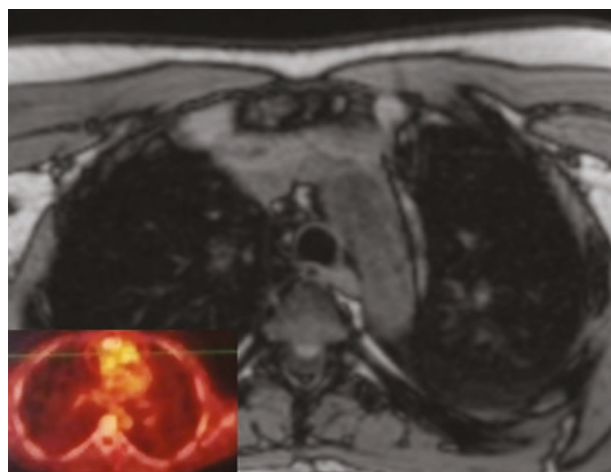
Thoracic MRI and PET/CT scan (lower left corner) after chemotherapy, showing the 12cm residual mass with manubrium hipermetabolism.
